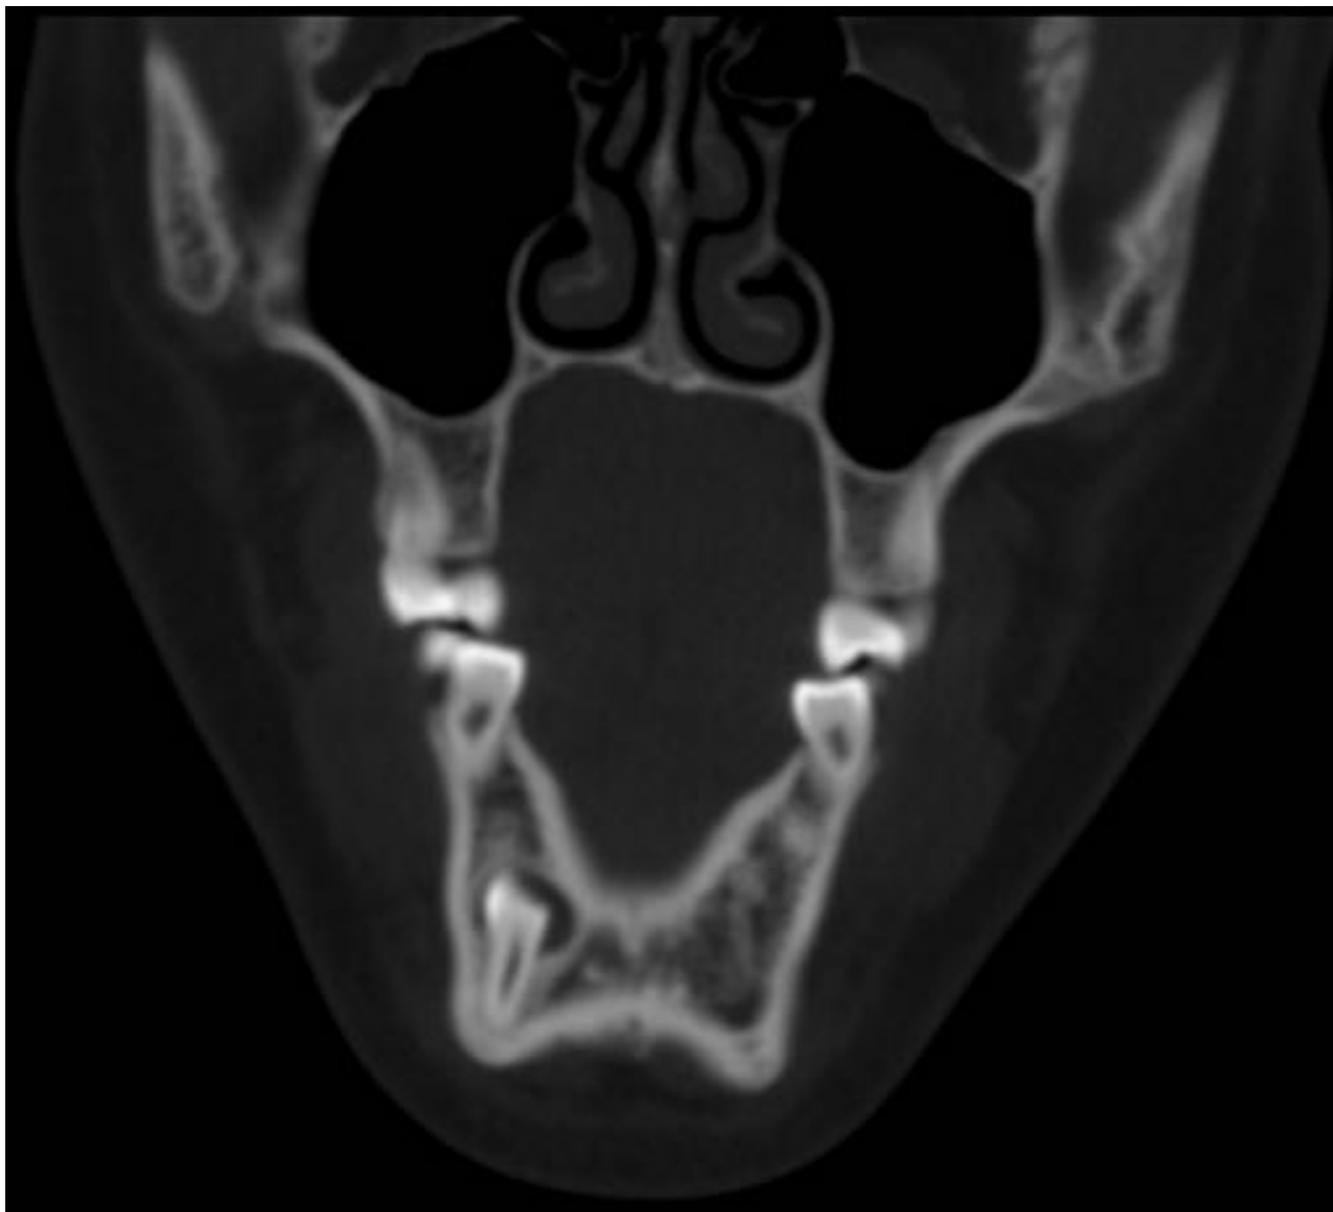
Reconstrucción coronal de TC que confirma lo descrito en la Fig.2.
